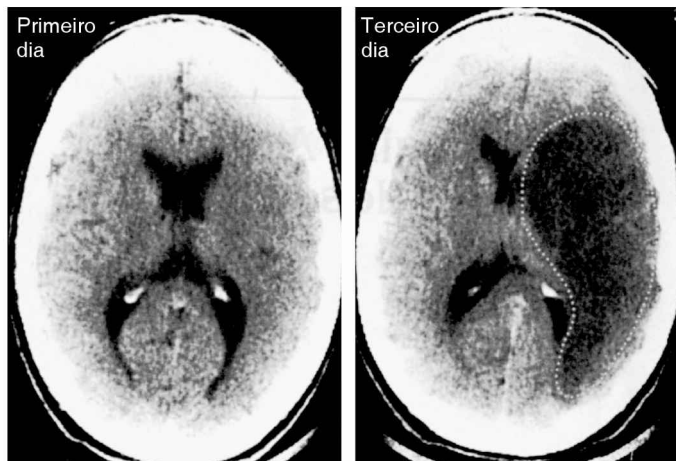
Varreduras por TC sem contraste no primeiro e terceiro dias depois de acidente vascular encefálico isquêmico. A TC no primeiro dia não revela nada, e a TC no terceiro dia mostra uma grande área hipodensa (linha pontilhada) com efeito de massa, representando destruição tecidual significativa com edema intracerebral. Imagens da Referência 13.
